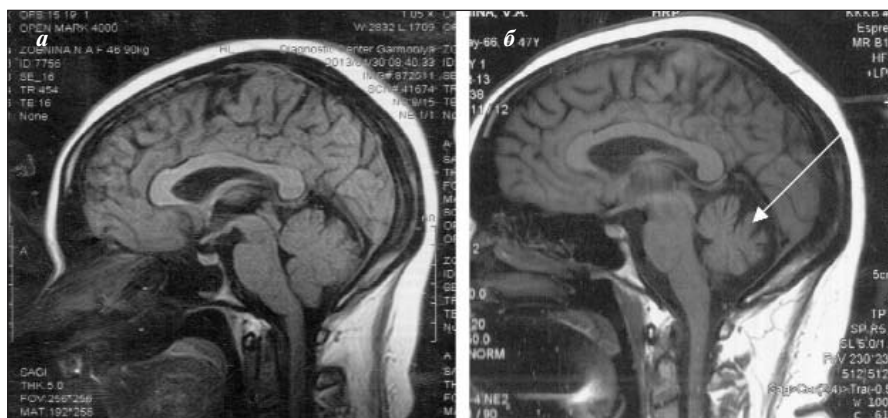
МРТ головного мозга больной Т., 47 лет. ПМД на фоне рака молочной железы I стадии. Динамика размеров мозжечка за 6 мес — с апреля (а) по октябрь (б) 2013 г.: уменьшение размеров полушарий мозжечка с увеличением их складчатости и формированием заместительной арахноидальной ретроцереbellарной кисты (стрелка)
